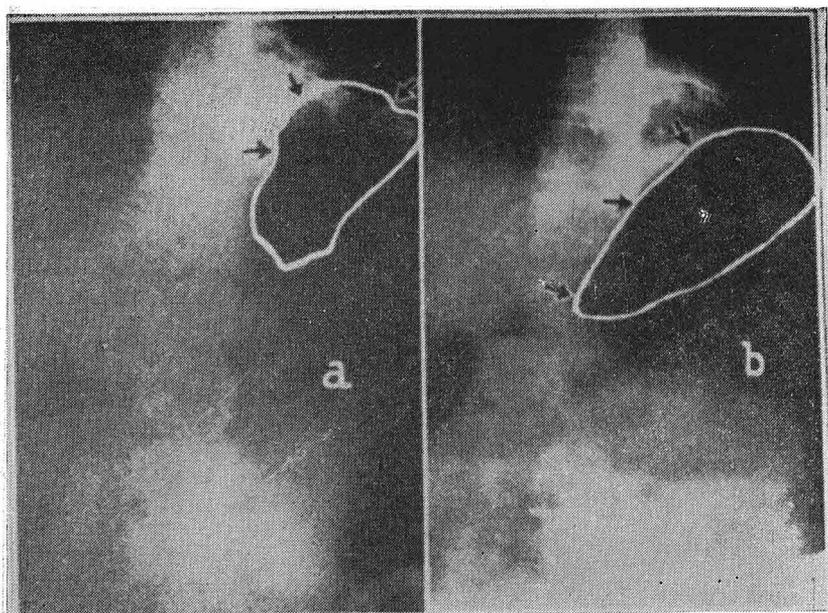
Figura número 6.—Radiografías de la parte alta del abdomen, vista antero-posterior en las que se aprecia: a) Una burbuja normal de aire. b) La misma burbuja de aire aumentada de volumen inmediatamente antes de la fonación. Todas estas radiografías muestran claramente el desarrollo en el esófago en la hipofaringe o en el estómago de un receptáculo de aire, con el cual el paciente forma su pseudo voz.
